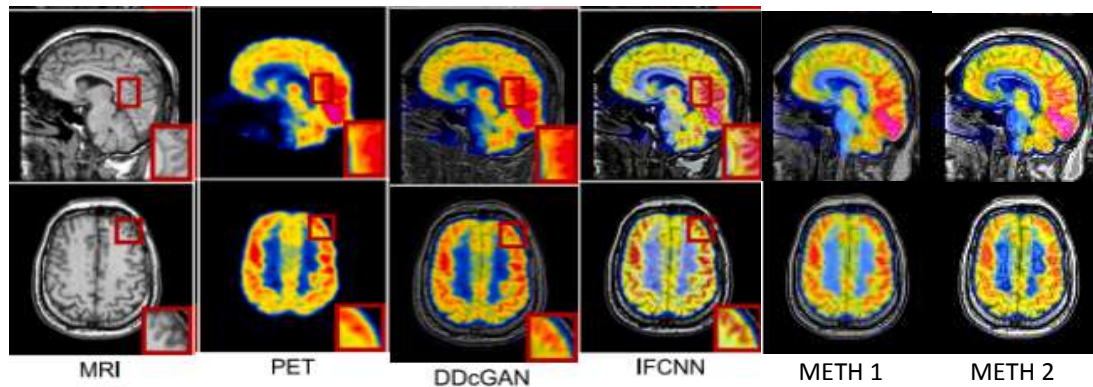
Évaluation qualitative des Modèles Proposés avec Deux Concurrents pour la Fusion d'Images IRM et PET.
